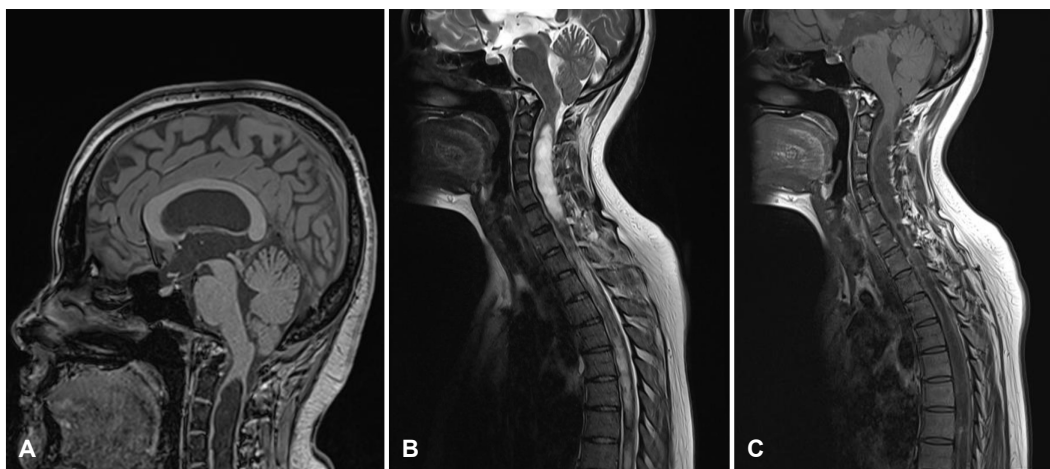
Brain and spine MRI in Neurofibromatosis type 1 patient. (A) T1-weighted sagittal brain MRI shows Chiari type 1 malformation and syrinx. (B, C) The spine MRI shows syringomyelia with non-enhancing heterogeneous signal lesion at cervicothoracic spinal cord. MRI; magnetic resonance imaging.
